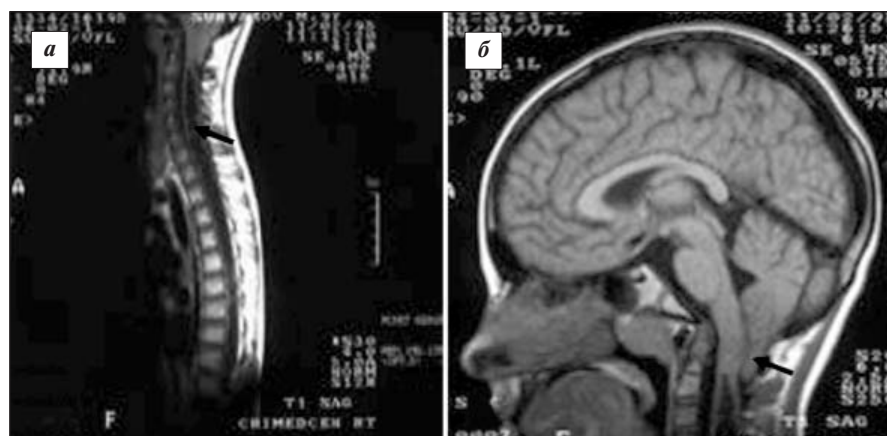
МРТ больного С., 9 лет, на начальных этапах заболевания. T1-взвешенные изображения: а — на сагитальном срезе шейно-грудного отдела спинного мозга определяется сирингомиелическая полость шейно-грудного отдела спинного мозга (стрелка); б — на сагитальном срезе головного мозга видна эктопия миндалин мозжечка — МК (стрелка)
